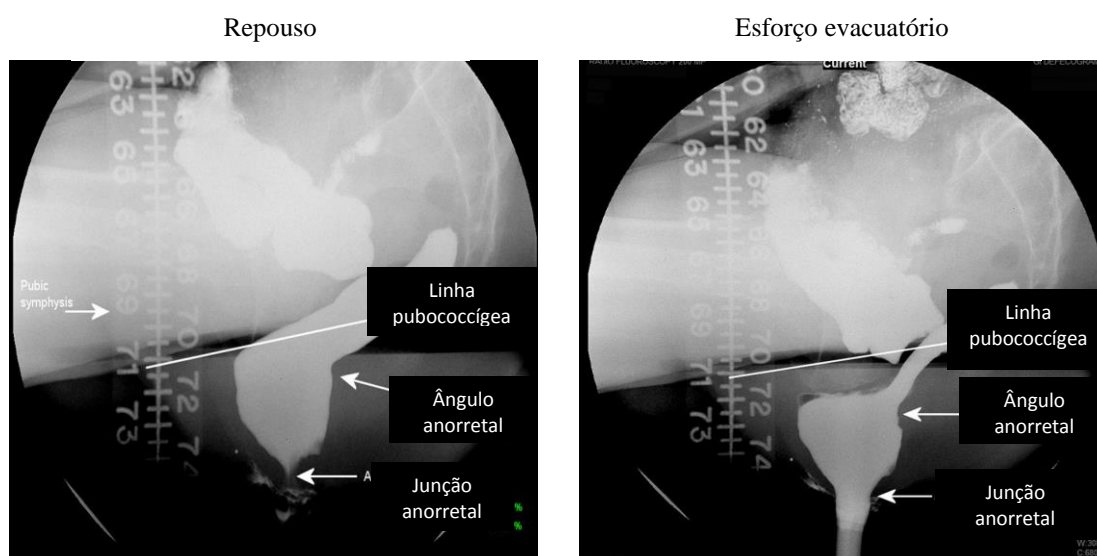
Deslocamento da junção anorretal em relação à linha pubococcígea no repouso e esforço evacuatório na Defecografia (FACCIONI, *et al.*, 2010).
